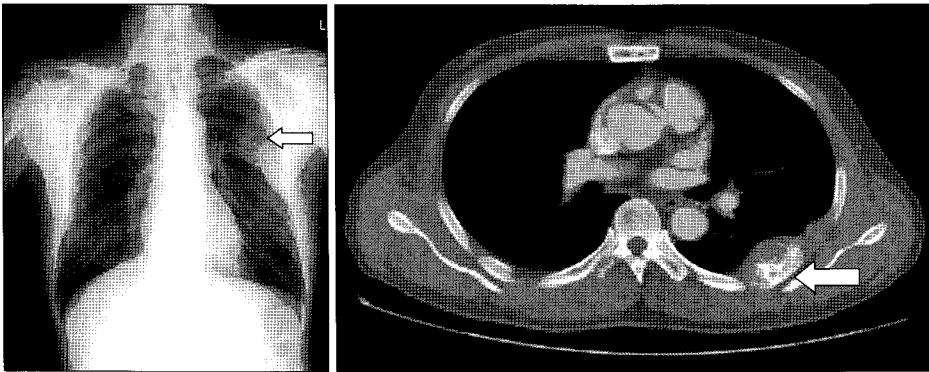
Chest radiography shows a solitary expanding lesion in the left 6th rib (arrow). CT scan shows a rib tumor expanding into the surrounding tissue (arrow).
